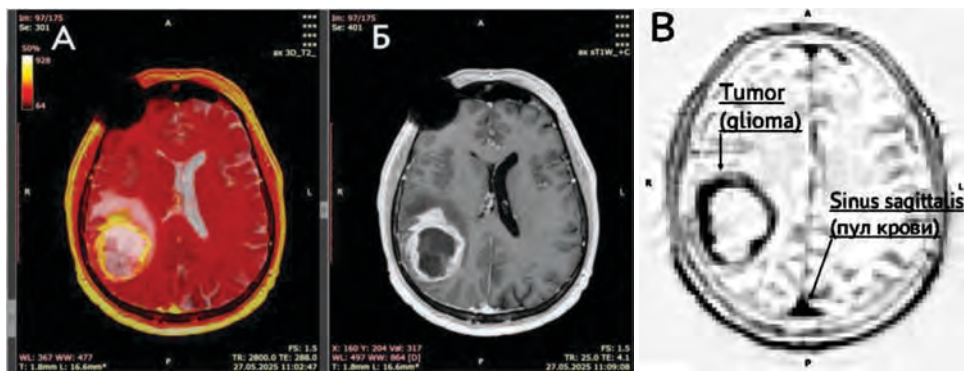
Картина парамагнитного контрастного усиления злокачественной (4 степень анаплазии) первичной глиомы теменно-затылочной области справа при МРТ-исследовании с Mn-глюконатом (А, Б), и при ОФЭКТ головного мозга с ^{99m}Tc -глюконатом. А – совмещенное изображение T_2 -взвешенного и контрастированного T_1 -взвешенного сканов МРТ, в аксиальной плоскости на уровне боковых желудочков. Обращает внимание протяженный перитуморальный отек. Б – аксиальный срез ОФЭКТ головного мозга с ^{99m}Tc -глюконатом у того же пациента. Высокоинтенсивное накопление РФП в периферических отделах опухоли, в сочетании с умеренным диффузным физиологическим накоплением в мягких тканях головы и остаточным пулом крови в крупных венах конвексимальной поверхности и венозных синусах головного мозга (отмечены стрелками).
